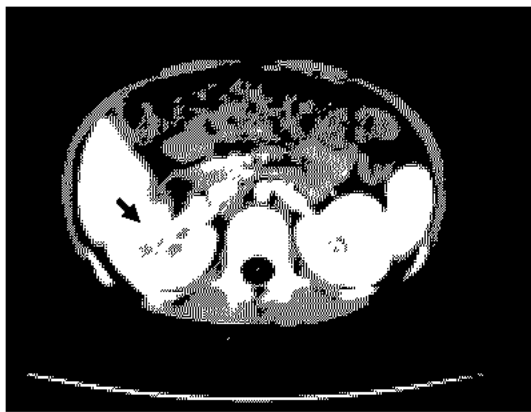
Abdominal computed tomography shows multiple wedge shaped lesions(arrow) filled with low attenuated lesions in the right kidney.
